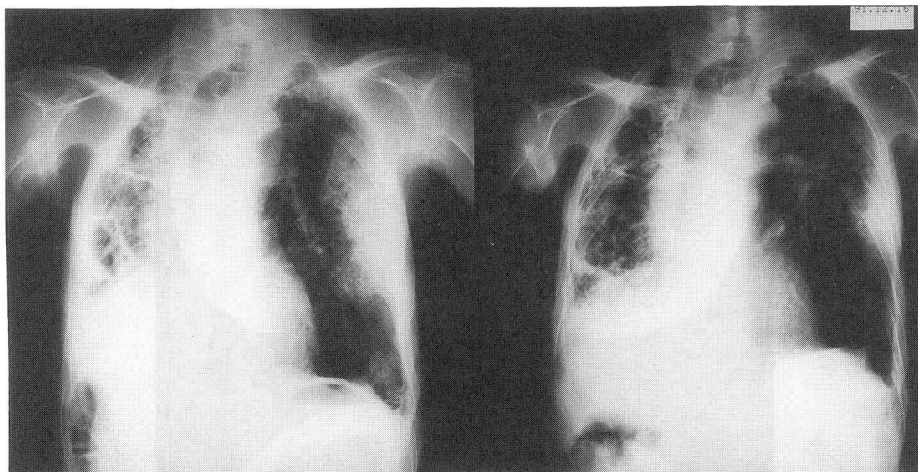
Chest roentgenogram of patient 3, showing a right destroyed lung as well as a large peripheral infiltrative shadow in the left (left). Antimycobacterial treatment improved a left infiltrate (right).
